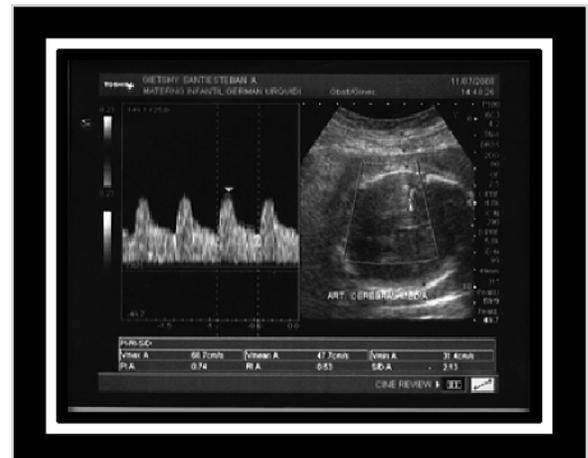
Ecografía Doppler de arteria cerebral media mostrando redistribución vascular
